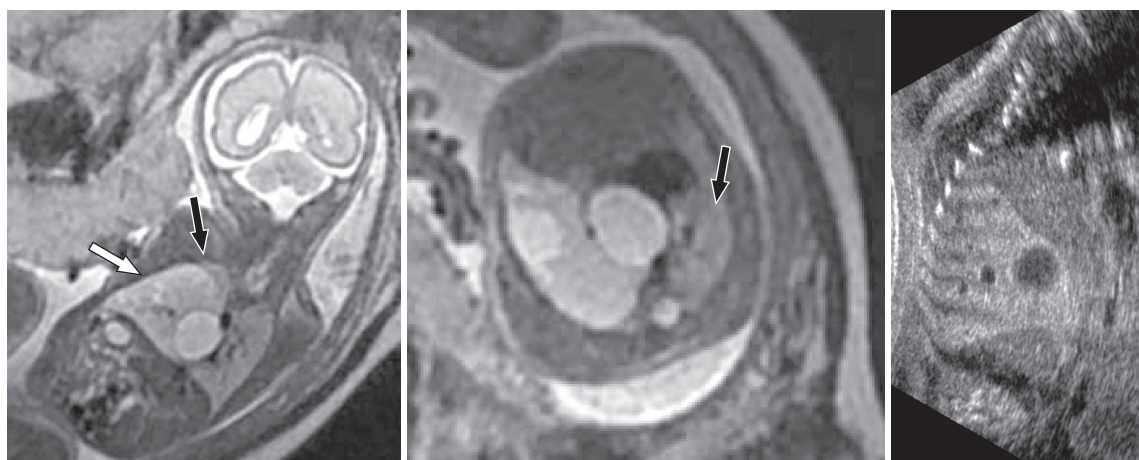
a : Coronal T2-weighted image. Slightly heterogeneous high-signal-intensity mass (white arrow) is shown originating from the left lower lobe. The normal lung (black arrow) is visible in the upper portion of the chest and is notably lower in signal intensity than the CCAM.
